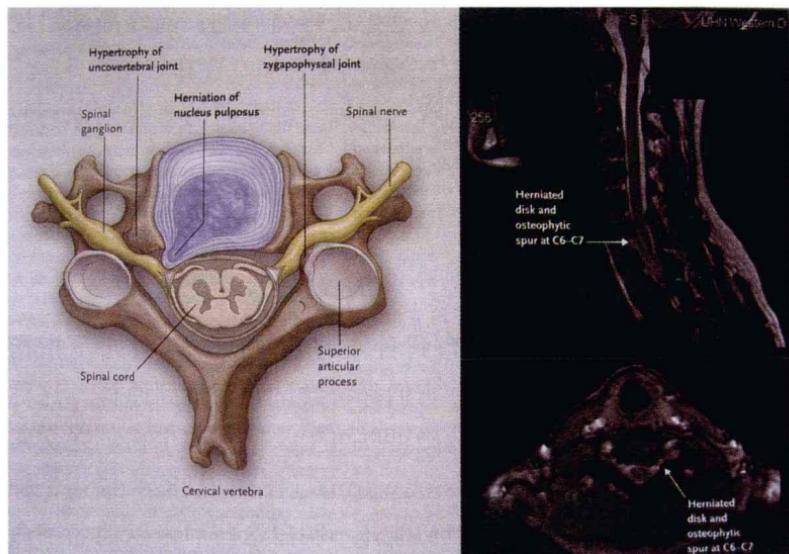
左图示颈椎横切面，可见椎间盘压迫左侧神经根，椎骨压迫右侧神经根，中间是脊髓。右图MRI示颈椎左侧存在病变（经允许转载自：S.Carette, M.G., Fehlings.New England Journal of Medicine article Cervical Radiculopathy, Volume 353, pages 392–399, 2005）
